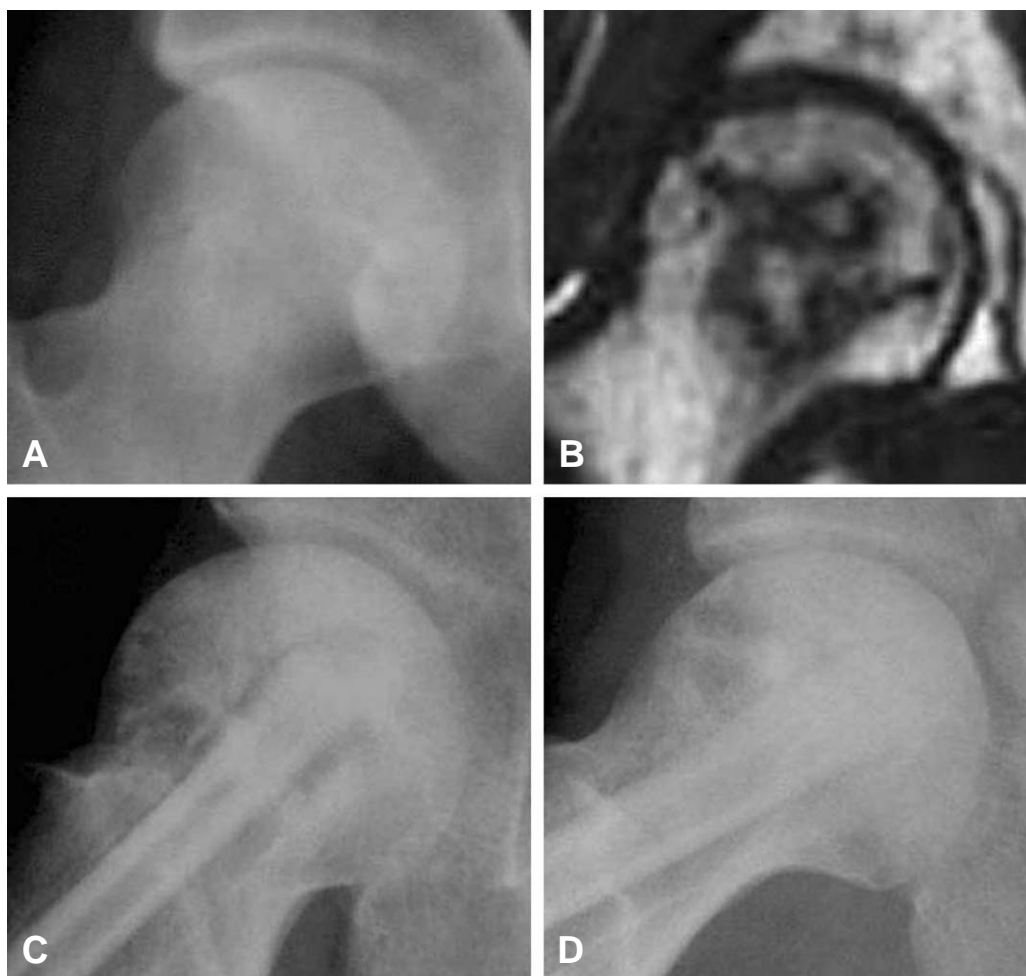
A 38-year old male patient who underwent vascularized fibular graft. (A) Preoperative anteroposterior radiograph. (B) T1-weighted coronal MR image. (C) Anteroposterior radiograph and (D) lateral radiograph at postoperative 4 years show slight collapse of the femoral head.
